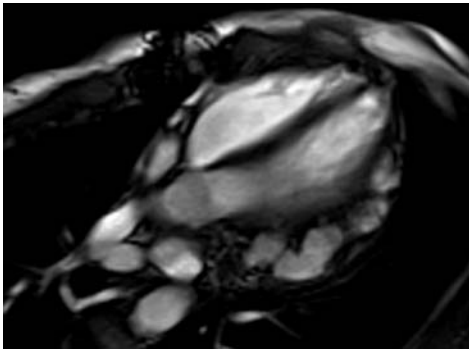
Hamartome péricardique en IRM coupe transversale. Ciné-IRM (séquence de précession libre).
